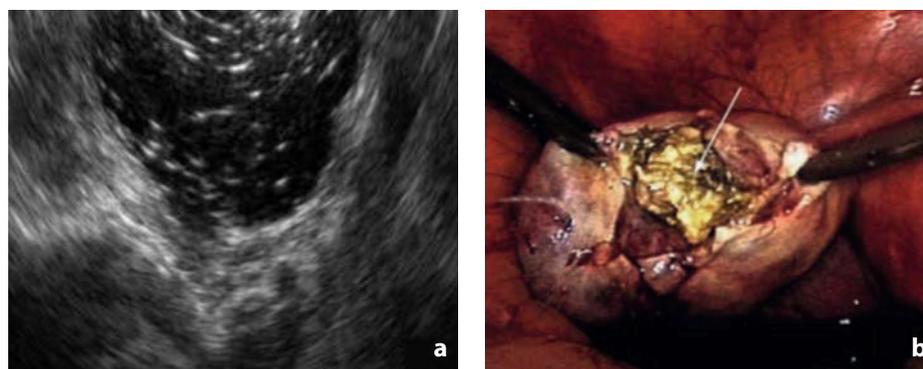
Teratoma cistico maturo. Evidenza ecografica (a) e intraoperatoria (b)
